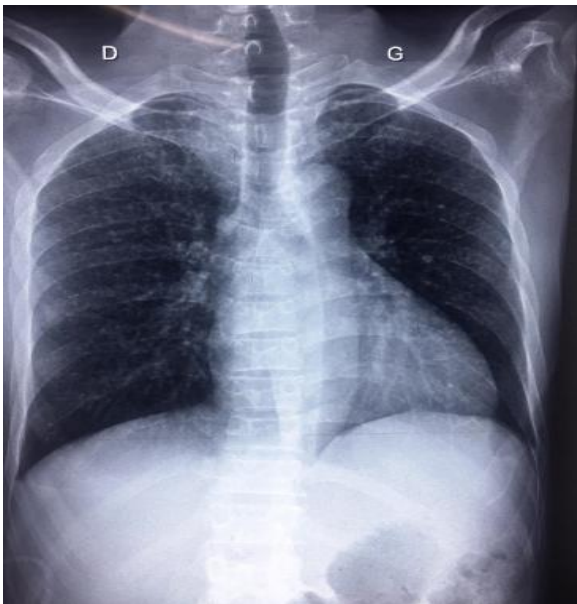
Radiographie thoracique de face, miliaire tuberculeuse.
